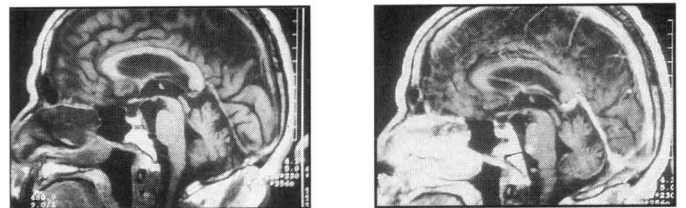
A y B. Resonancia magnética, cortes sagitales de T1 simple (6A) y con contraste (6B). En la figura 6A se señala con una punta de flecha la localización de la lesión, la cual no se define por ser isointensa con el parénquima vecino. Con la aplicación del medio de contraste (6B), la lesión es fácilmente detectada (punta de flecha).
